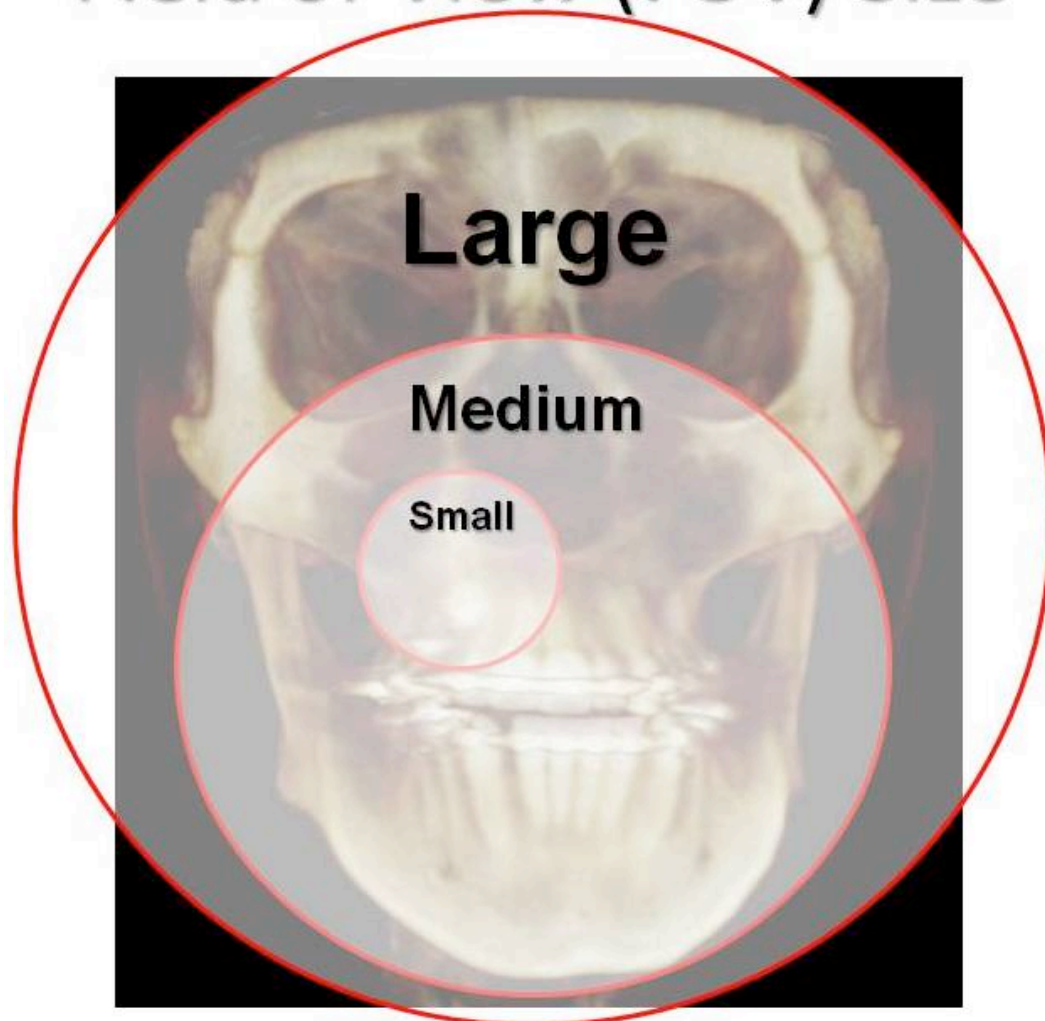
Exemplo do FOV em relação ao crânio tomografado .
